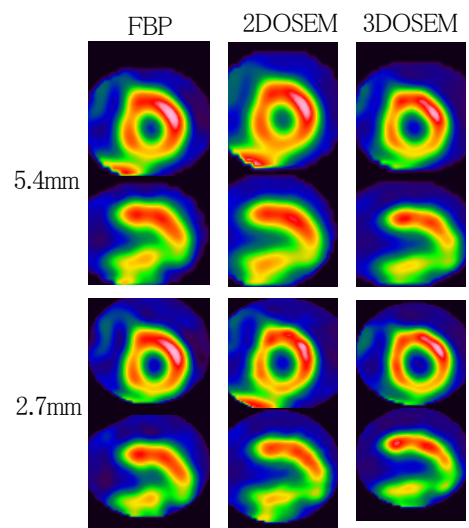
Comparison of myocardial SPECT between reconstruction difference and pixel size. This patient is angina with RCA stenosis. SPECT start acquisition time at 5min after injection with <sup>99m</sup>Tc-MIBI.
